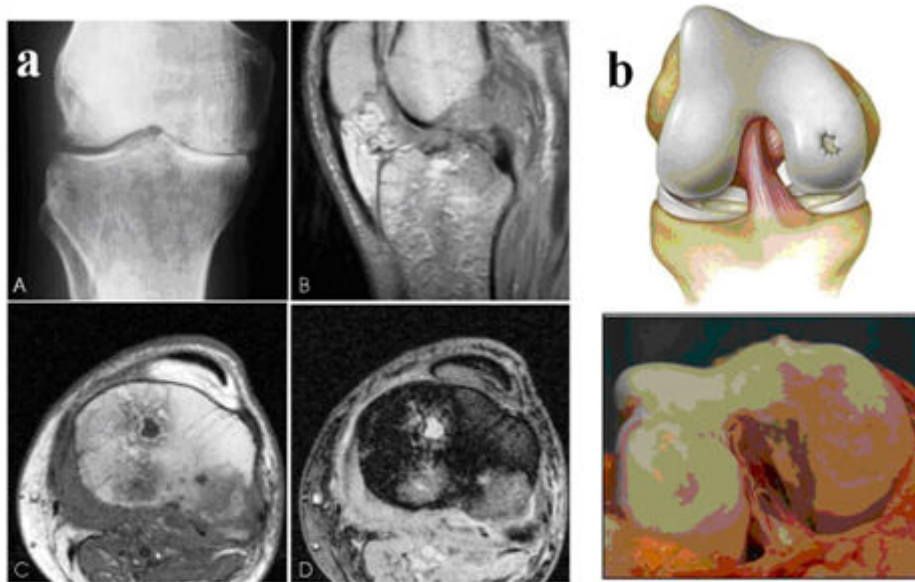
Evidencia clínica del sitio de lesión por osteoartritis de rodilla. En a) se muestran los resultados de una resonancia nuclear magnética, en la cual se aprecia la pérdida del espacio articular a nivel del cóndilo medial y el daño en el cóndilo. b) presenta el hallazgo quirúrgico de osteoartritis a nivel del cóndilo de la rodilla.⁶⁵
